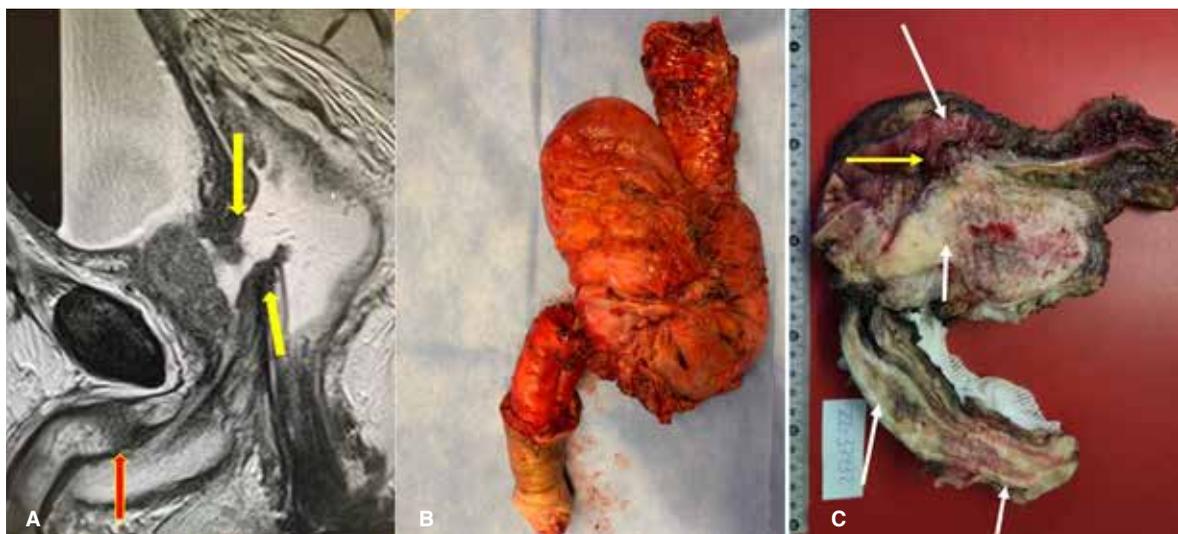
RLCR que fistuliza recto con la uretra a través de la próstata y metástasis en cuerpo cavernoso y glande. En A se observa una imagen de resonancia magnética en corte sagital que muestra la recaída que produce la fistula (flechas amarillas) y la metástasis en el cuerpo cavernoso (flecha roja). En B se observa la pieza de exenteración pélvica total supraelevador. En C se muestra corte sagital de la misma pieza fijada en formol, donde se observan tres sitios de recaída (flechas blancas) y la fistula (flecha amarilla).
